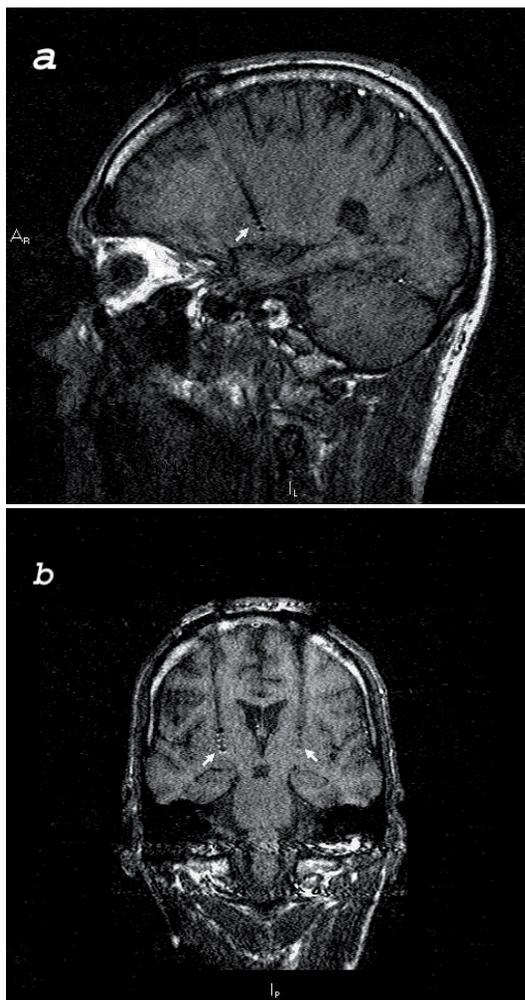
Imágenes de resonancia magnética en cortes parasagital (a) y coronal (b) que muestra la trayectoria y ubicación de electrodos implantados en el GPe bilateralmente para el tratamiento del síndrome de Tourette. Las flechas blancas muestran la ubicación de los electrodos.
